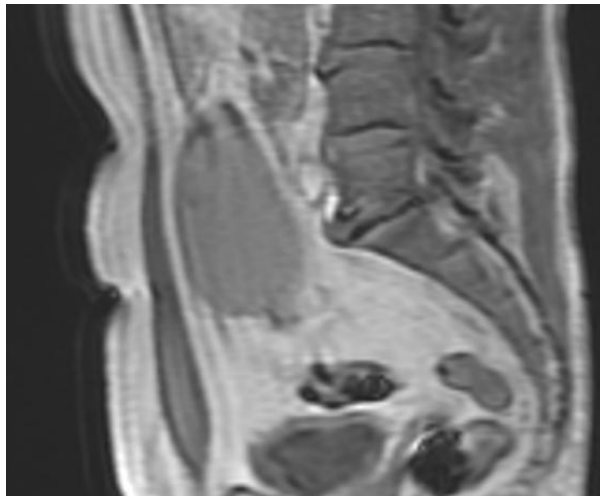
Caso 2. Resonancia magnética abdominal correspondiente al paciente del caso 2: La lesión descrita presenta una hipointensidad de señal en T1 (A) y es hiperintensa en la secuencia T2 (B), con restricción en la secuencia de difusión.
